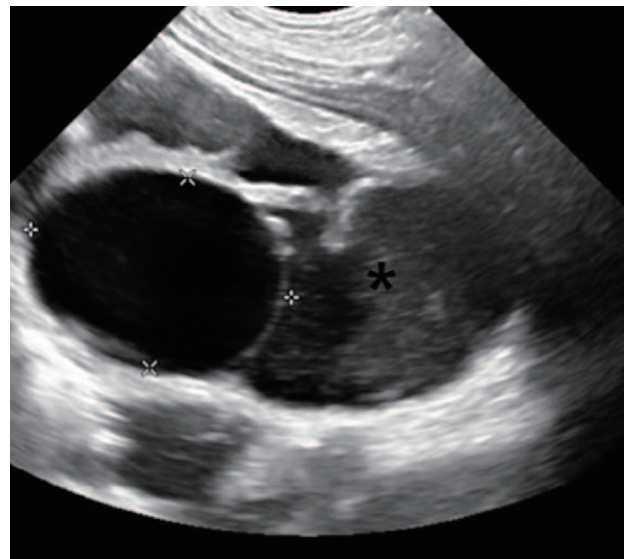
A comprehensive ultrasonogram showing a 3-cm sized, well-defined, round anechoic material in the small bowel. Dilated proximal bowel is also noted (asterisk).
